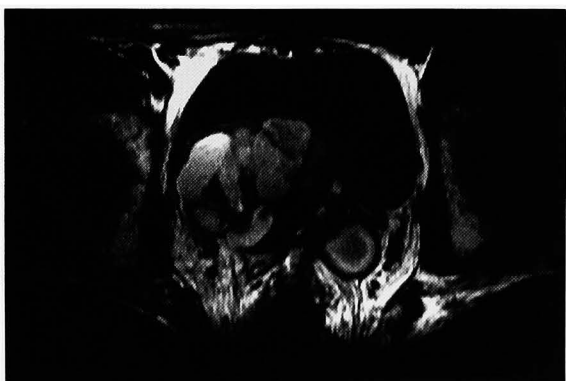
Pelvic MRI (T2 weighted) showed multiple cystic masses in the pelvic space (horizontal plane).
